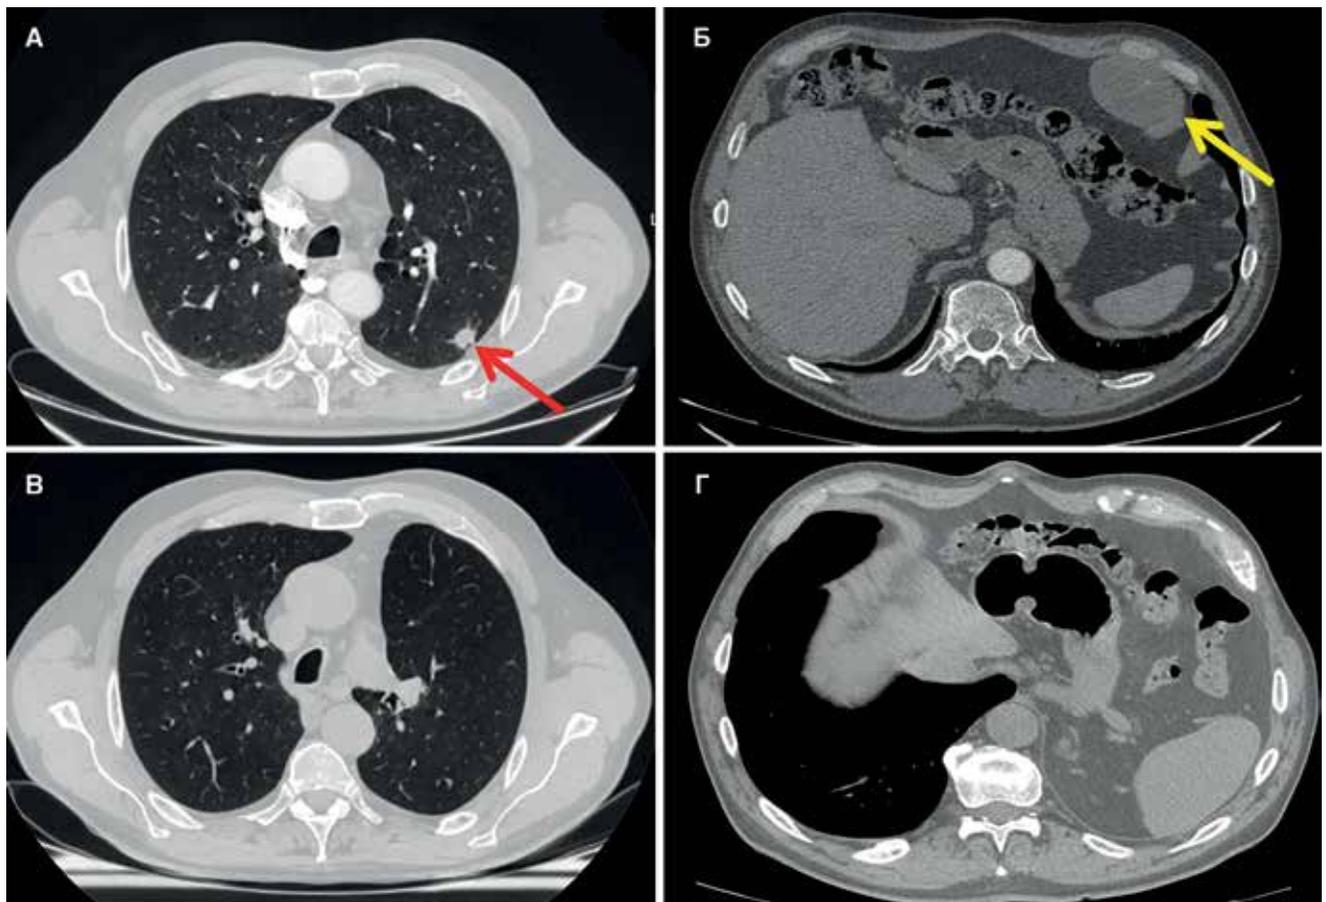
Пациент М. КТ ОГК. До операции А – периферическое образование верхней доли левого легкого, Б – образование диафрагмы слева. Через 6 мес. после операции – В, Г. Нижняя доля левого легкого выполняет весь объем левого гемоторакса, образования диафрагмы не определяется
